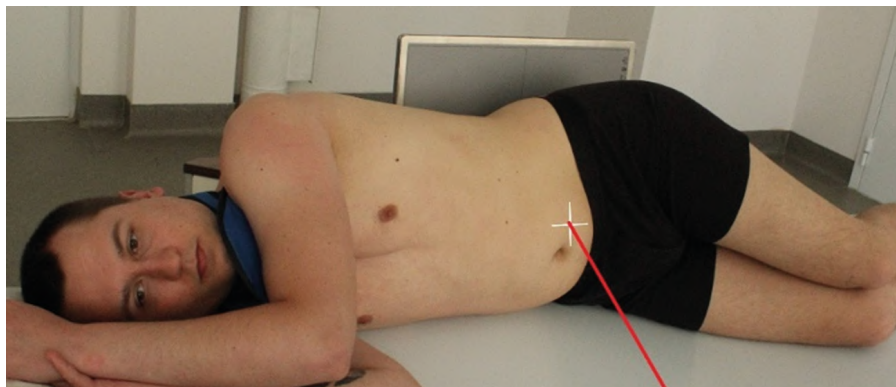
Рентгенография толстой кишки (ирригоскопия). Задняя/передняя проекция (латерография на правом боку) – двойное контрастирование
